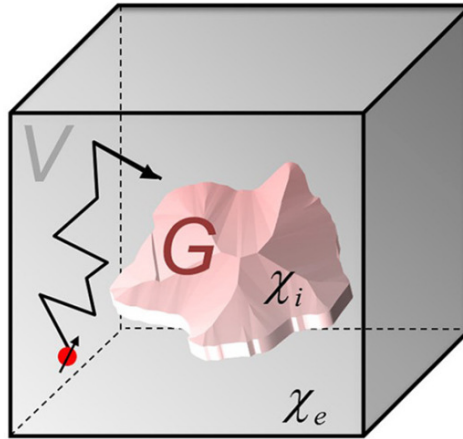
Magnetisiertes Objekt G mit magnetischer Suszeptibilität χ_i im umgebenden Medium mit Suszeptibilität χ_e im MR-Bildvoxel V . Zudem dargestellt ist ein um G diffundierendes spintragendes Teilchen. Das Objekt G erzeugt im äußeren Magnetfeld eines MR-Tomographen eine lokale Magnetfeldinhomogenität. Der lokale Frequenz-Offset, der dadurch erzeugt wird, wird in Gleichung (1.16) beschrieben und hängt von der Suszeptibilitätsdifferenz $\chi_i - \chi_e$ ab. Adaptiert nach [31]. Copyright: Creative Commons Attribution (CC-BY) license.
